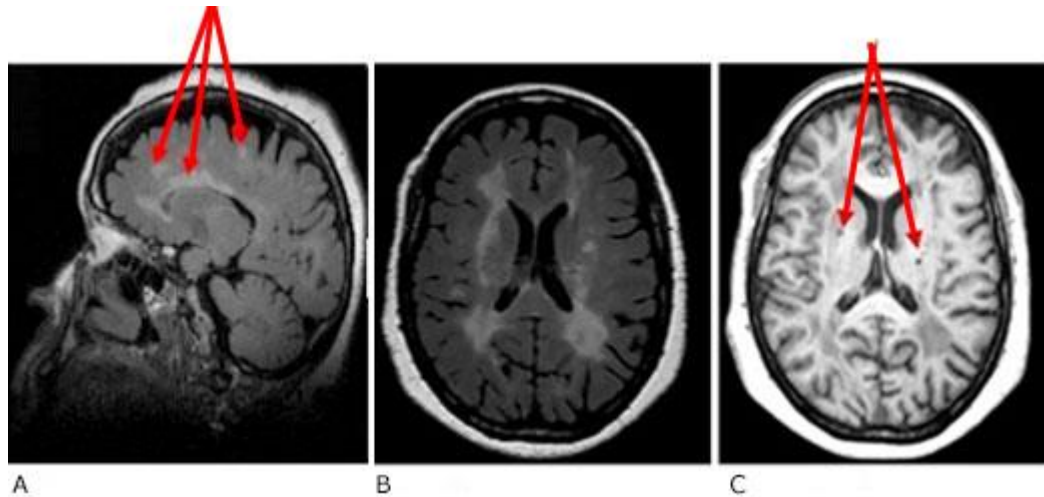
Imagen de resonancia magnética de cráneo. A) FLAIR sagital. Nótese atrofia cortical de moderada a marcada, imágenes hiperintensas abundantes en cuerpo caloso y yuxtacorticales. B) FLAIR axial. Se observan imágenes hiperintensas periventriculares que, en ocasiones, confluyen; dedos de Dawson. C) T1 axial. Imágenes hipointensas, redondeadas en regiones parieto-temporales bilaterales (agujeros negros).
